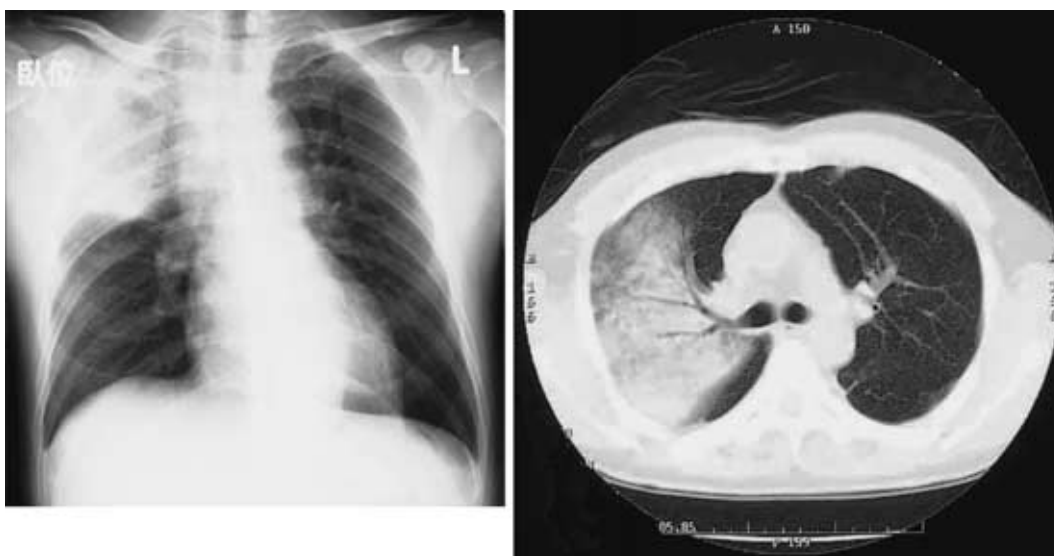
Chest X-ray and CT scan on December 6. Chest X-ray and CT scan on admission showing a massive pneumonia shadow with air bronchogram in right upper lobe.
